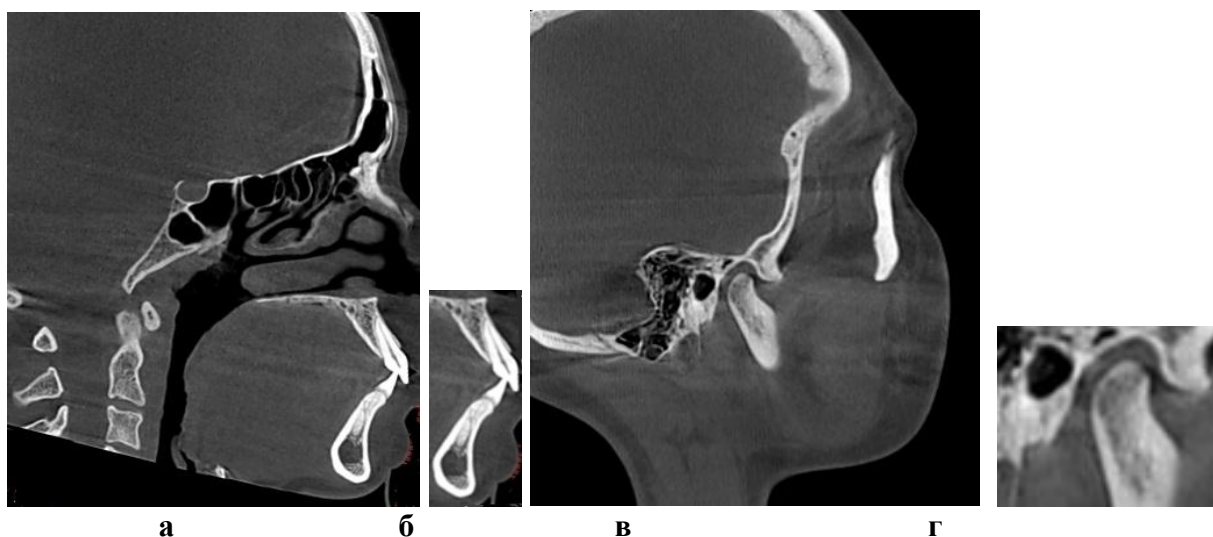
Томограмма на уровне медиальных резцов (а) и выделенный фрагмент зубочелюстных сегментов (б); томограмма на уровне сустава (в) и выделенный фрагмент сустава (г).
